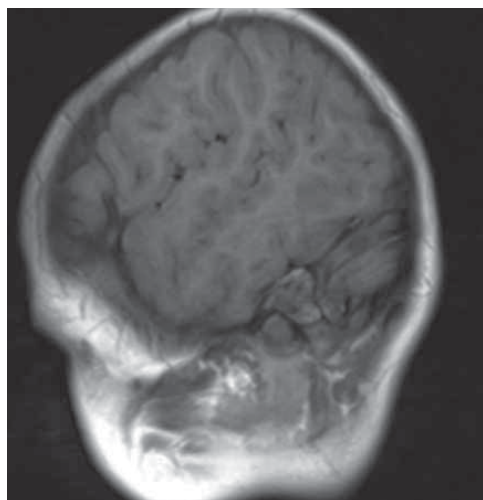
Магнитно-резонансная томография головы пациента 5 лет, сагитальная проекция, T1-режим. Выявлен гипоинтенсивный сигнал от опухолевого образования (тот же пациент)
